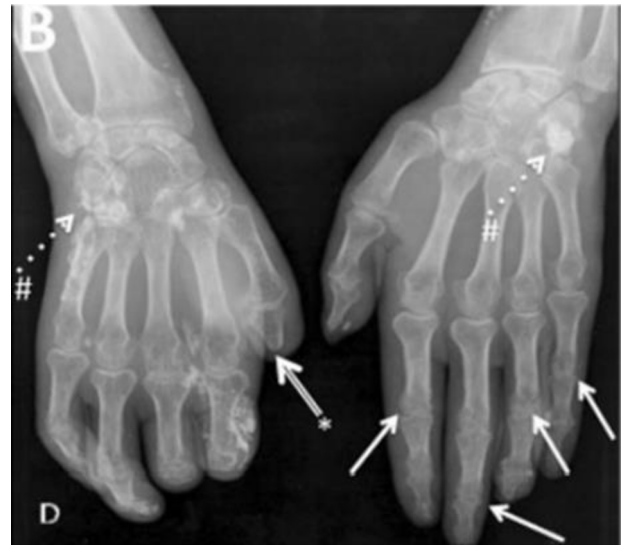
Hallazgos típicos en la mano en una radiografía simple de un paciente con SSc.
